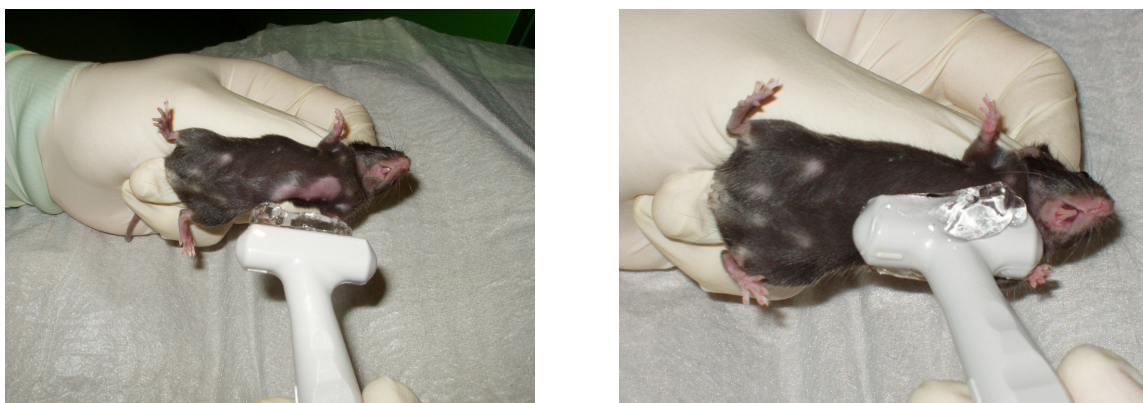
Echokardiographie in parasternalen Achse mit Sonos 5500 Ultraschallgerät
